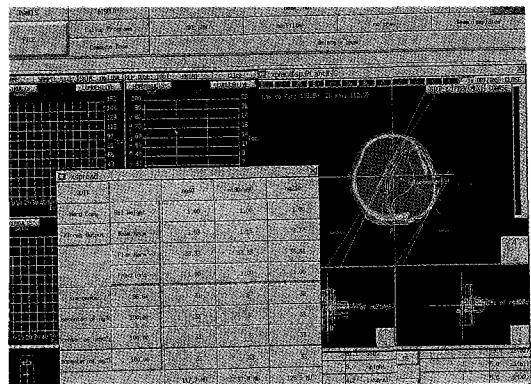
Windows of the Plunc system for 3D planning system. They display non-coplanar incident beams and dose distributions on CT image. They show also DVH for comparison of rival plans.
